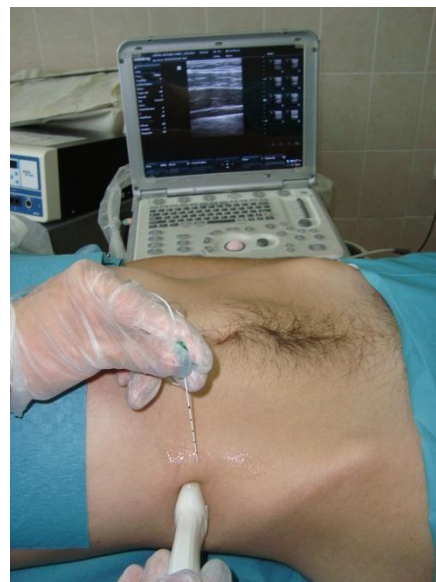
Bloc TAP abord USG
